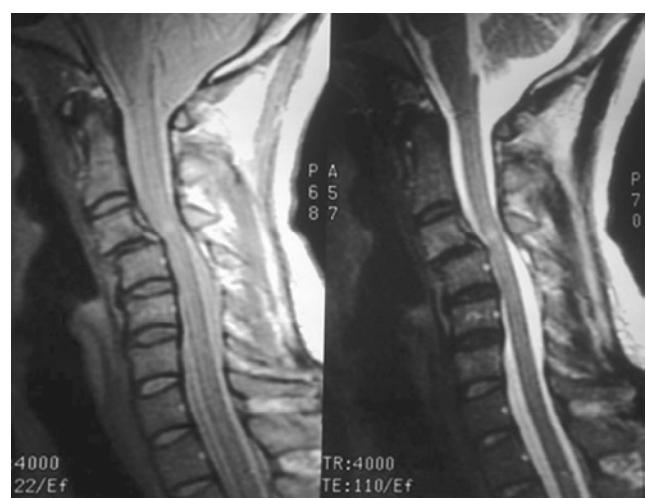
RM en fase T1 (izquierda) y T2 (derecha), que muestra anterolistesis de C3 sobre C4, con compresión medular. Obsérvese la hiperintensidad medular en T2 en el sitio de mayor compresión.
